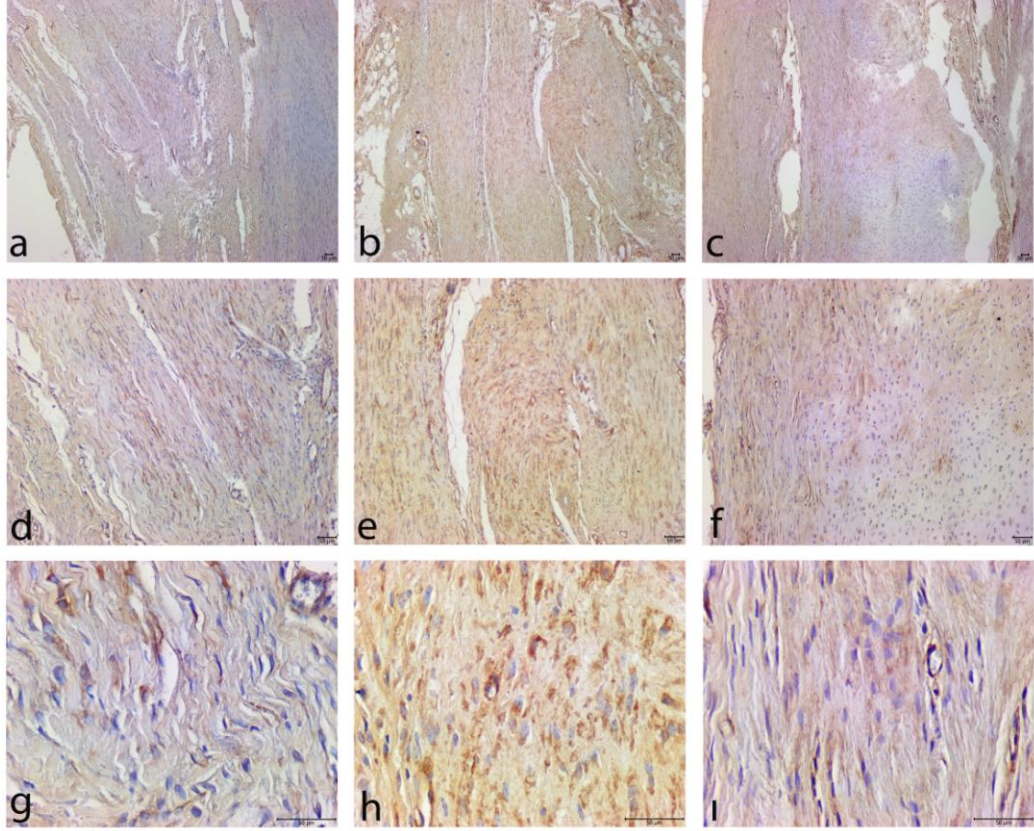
Hasar oluşturulduktan sonra 2,4 ve 6 hafta boyunca ultrason uygulanan ratlara ait tip 3 kollajen immünohistokimya boyama sonuçları.
